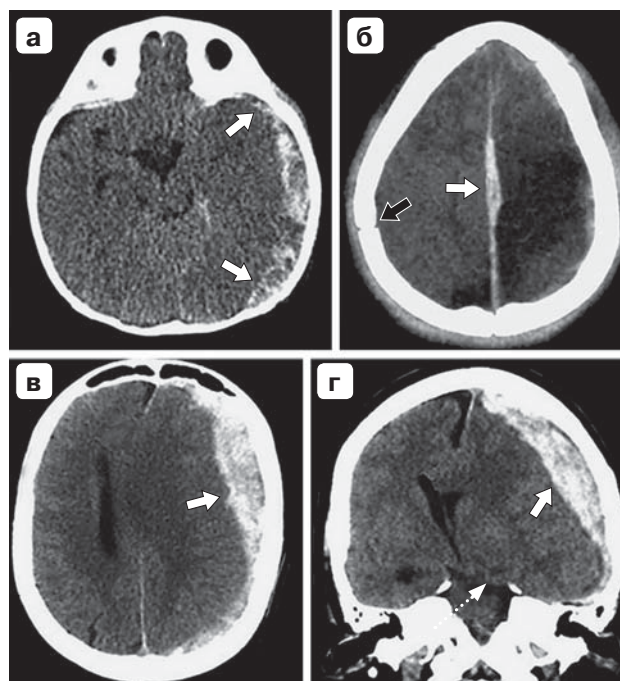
Мальчик 6 мес, обстоятельства травмы неизвестны. КТ через 40 мин после обращения в стационар. Субдуральная гематома (стрелки), неоднородность структуры свидетельствует о продолжающемся кровотечении (а).
